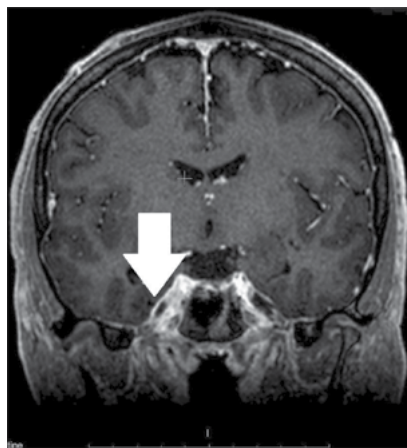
МРТ головного мозга (коронарная проекция), режим +C FSPGR 3D (с контрастным усилением)
